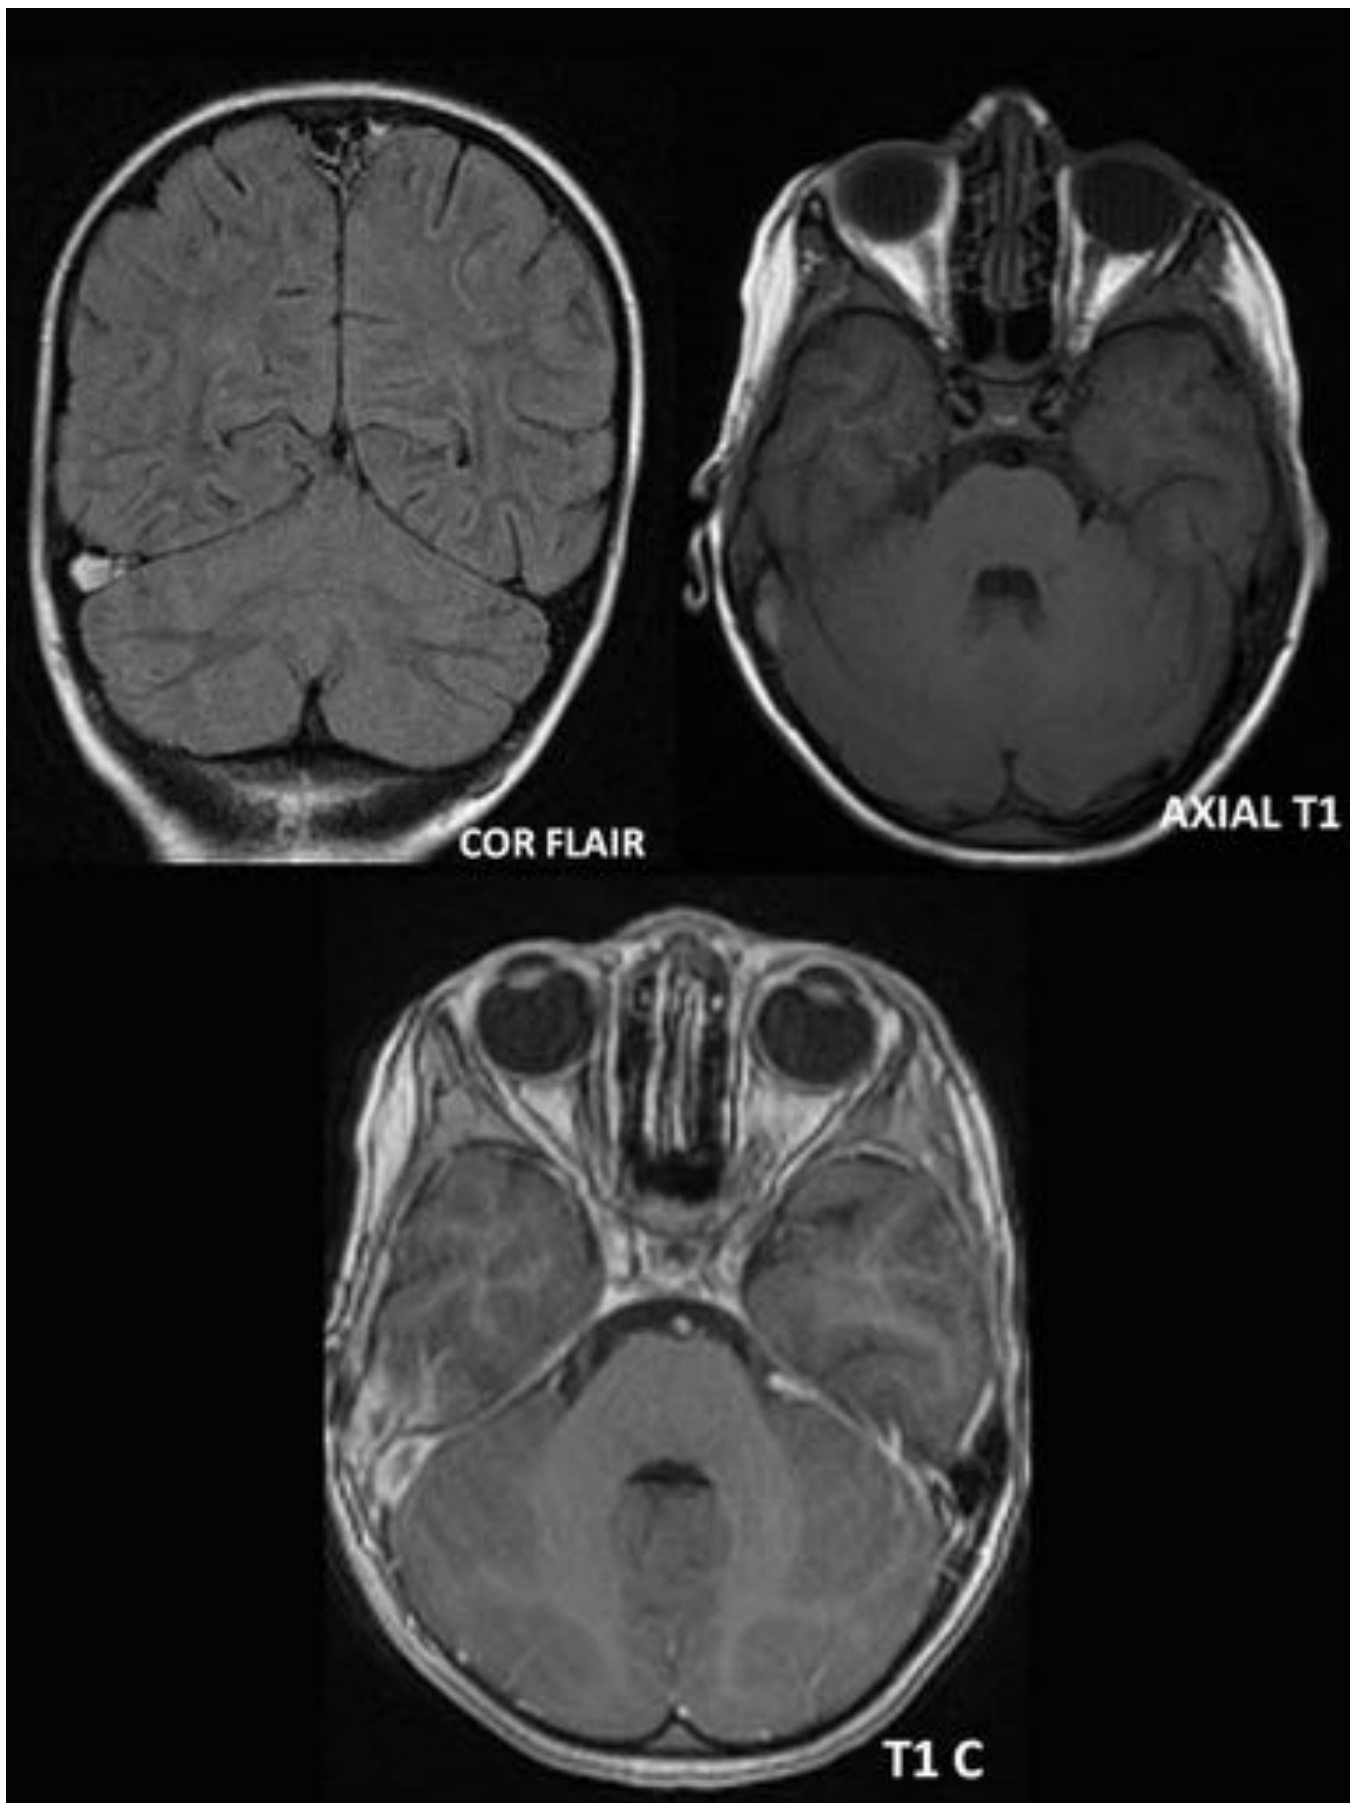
Ante la persistencia de sintomatología se le realiza RMN cerebral, donde se visualiza un defecto de repleción en seno sigmoide derecho, una hipercaptación de la pared del seno y una captación leptomeníngea en lóbulo temporal adyacente al seno.
